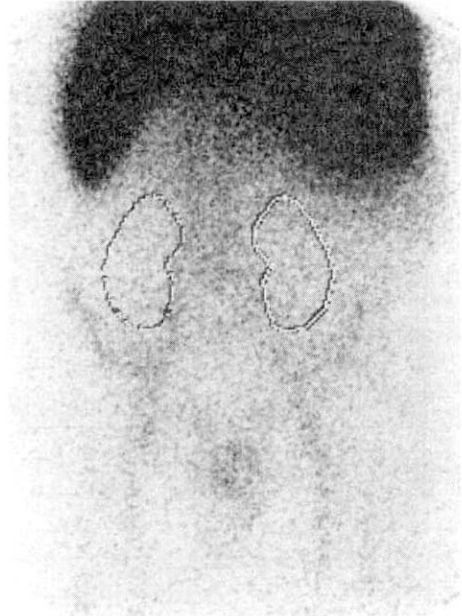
¹¹¹In labeled platelet scintigraphy (anterior view of the abdominal region). A case of non-immunological PFS (PUI=1.1). Fever disappeared after antibiotic therapy.
